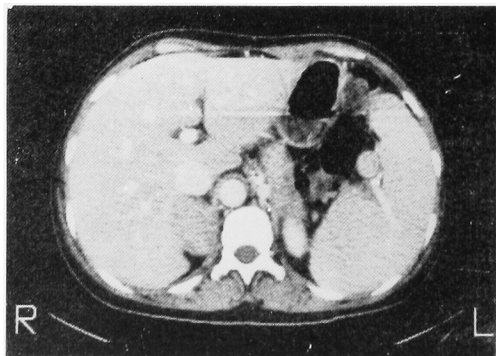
CT scan shows solid right adrenal mass, 5 cm in diameter.
